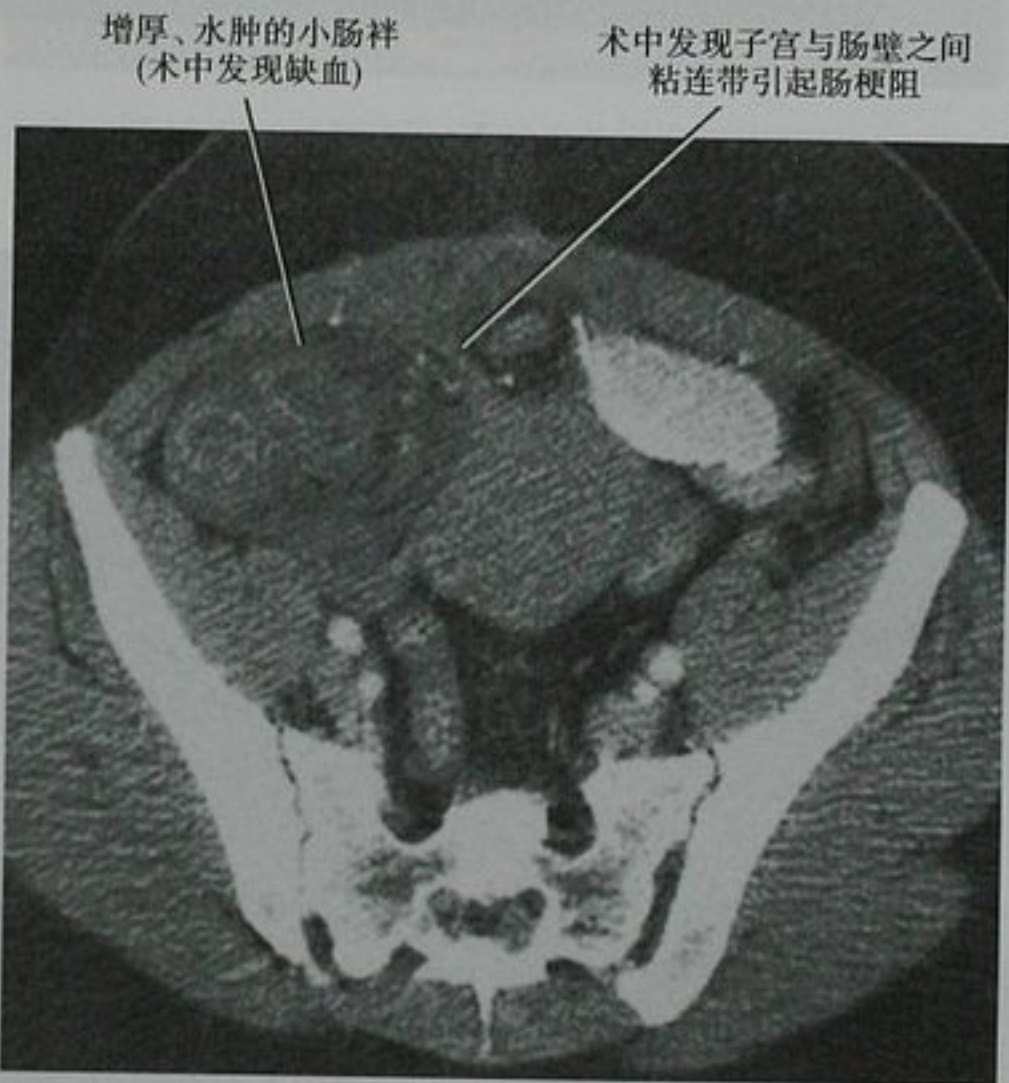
女性患者盆腔增强 CT 横断面,由于粘连性疾病引起闭袢性小肠梗阻。术中发现萎陷的肠管严重缺血
